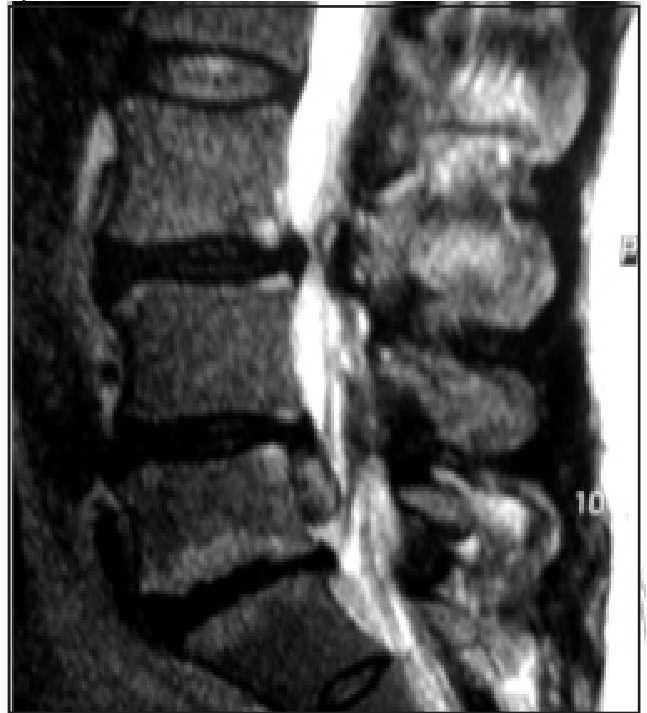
IRM: voluminoso fragmento discal extruido, migrado y descendente L4/L5 derecho.
